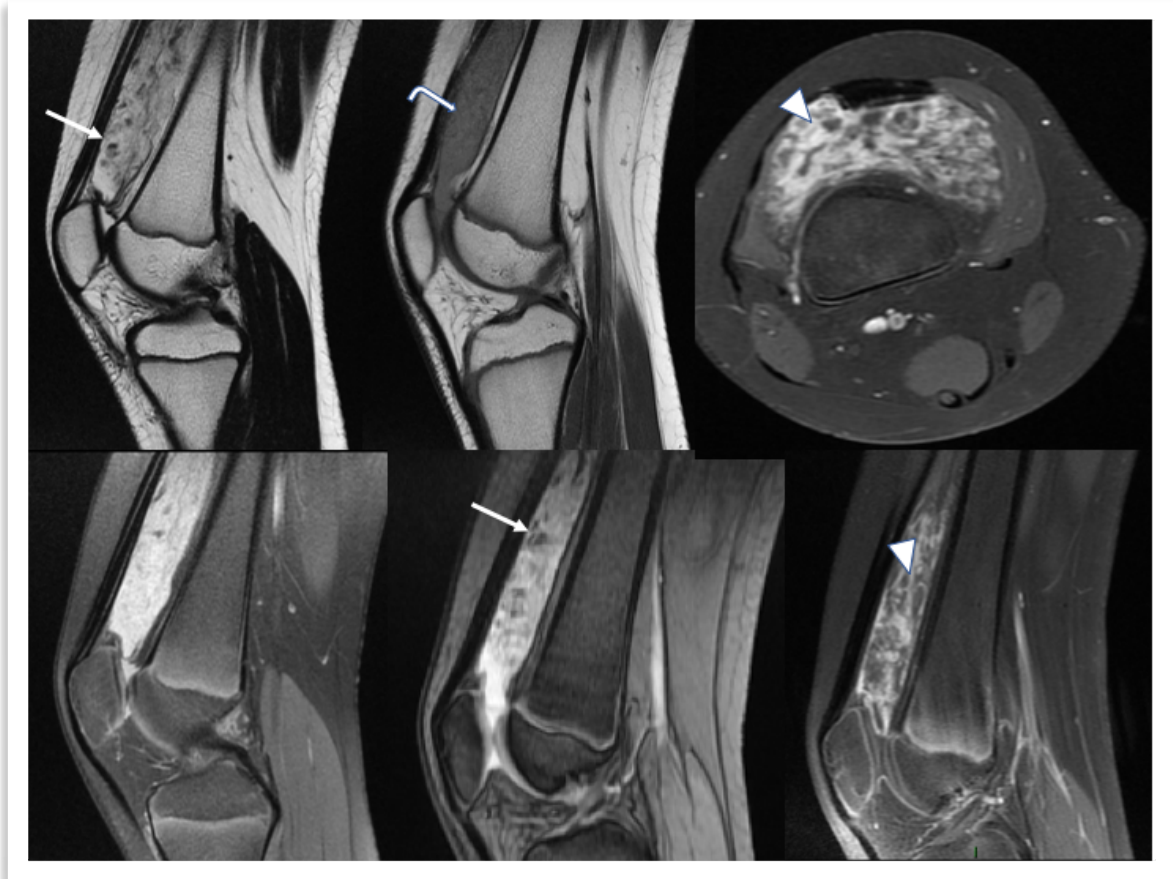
En el mismo paciente RM que muestra masa lobulada de alta señal en secuencias sensibles a líquido (flecha curva) con áreas de baja señal en su espesor compatibles con presencia de grasa. Calcificaciones puntiformes (flechas rectas). Con gadolinio aumento heterogéneo de la señal (cabeza de flecha).
